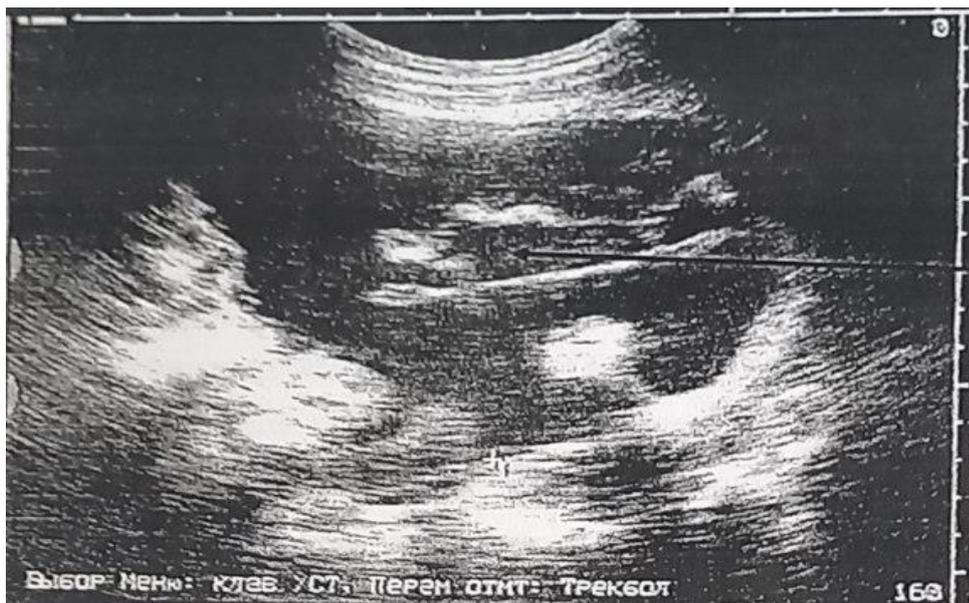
а. Свободная жидкость между печенью и правой почкой УЗИ
